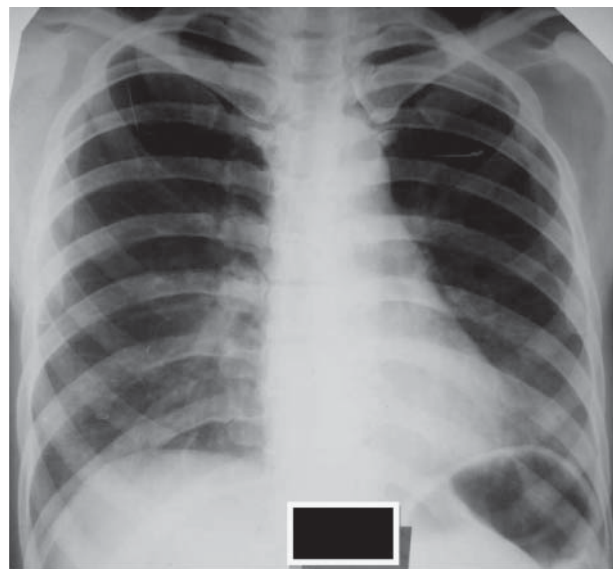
Radiografia toracelui la internare
